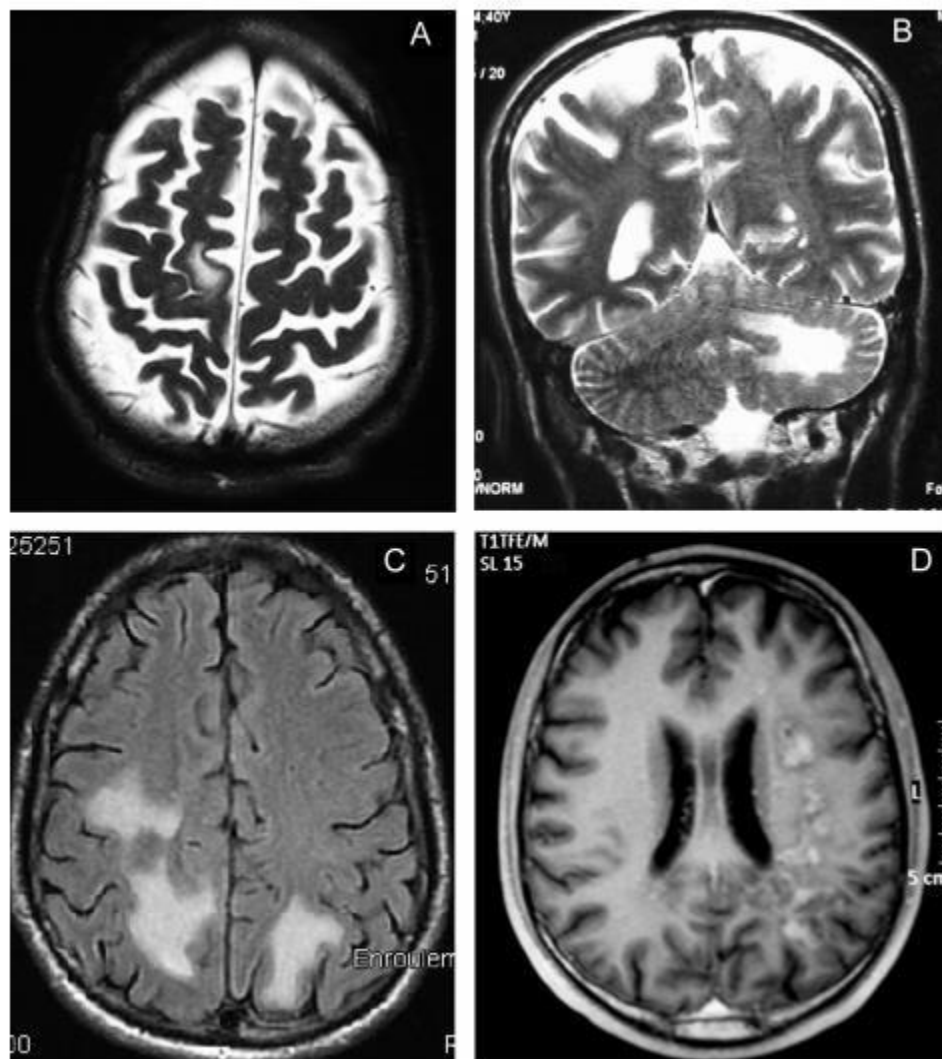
Leucoencéphalite multifocale progressive. A. IRM SE T2. Forme de début très localisée à une circonvolution pré rolandique. B. IRM SE T2. Forme uni focale cérébelleuse gauche. C. IRM FLAIR. Forme sus-tentorielle multifocale. D. IRM SE T1
